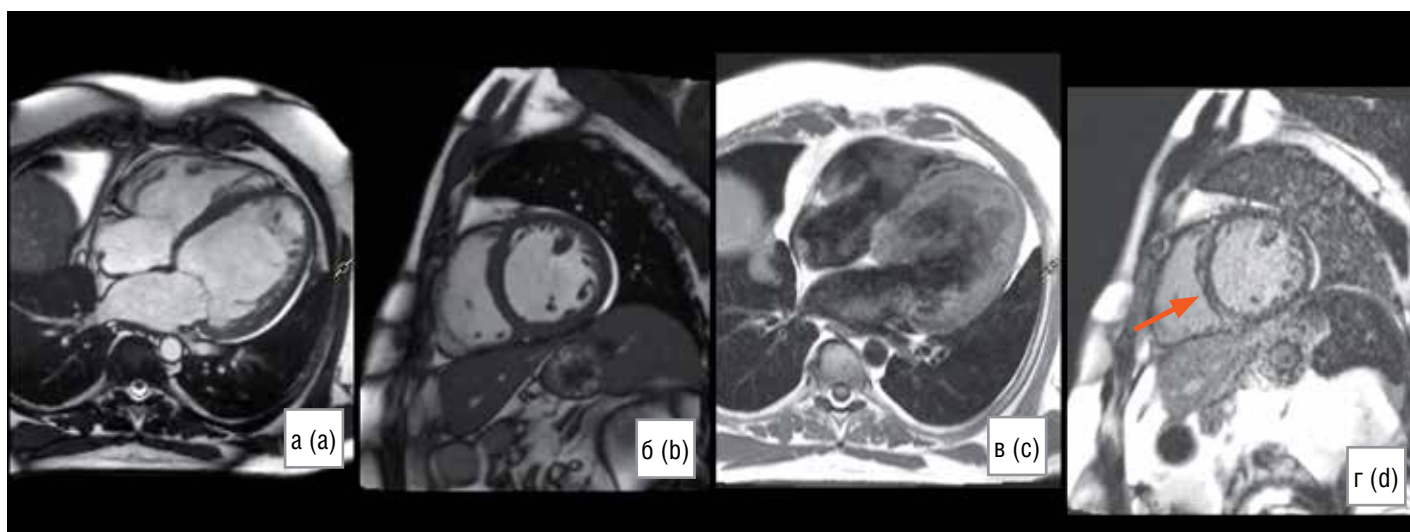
Клинический пример 2. Пациент А., 54 лет, д-з: дилатационная кардиомиопатия [собственные данные]. Больной считал себя здоровым до появления симптомов хронической сердечной недостаточности (одышка при небольшой физической нагрузке, отеки нижних конечностей). На основании жалоб пациента и данных ЭхоКГ больному был поставлен предварительный диагноз ИБС, постинфарктный кардиосклероз. Однако, по данным МРТ с контрастированием не было выявлено ишемического поражения миокарда, тип накопления контрастного препарата соответствовал таковому при неишемическом повреждении. Заключительный диагноз пациента: дилатационная кардиомиопатия.
